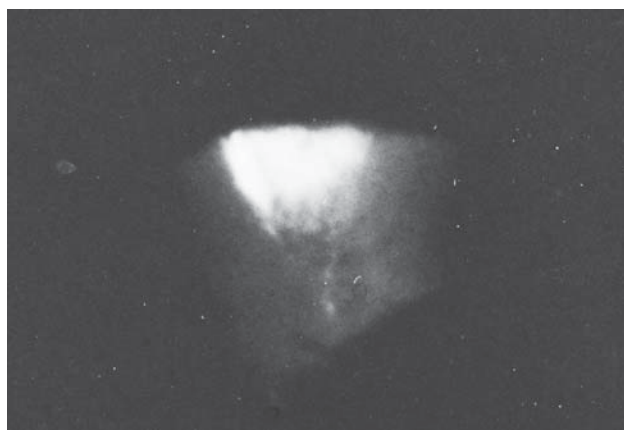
Увеличенное изображение рентгенограммы, контрастированного магнитным дактилоскопическим порошком экспериментального повреждения в кусочке почки
